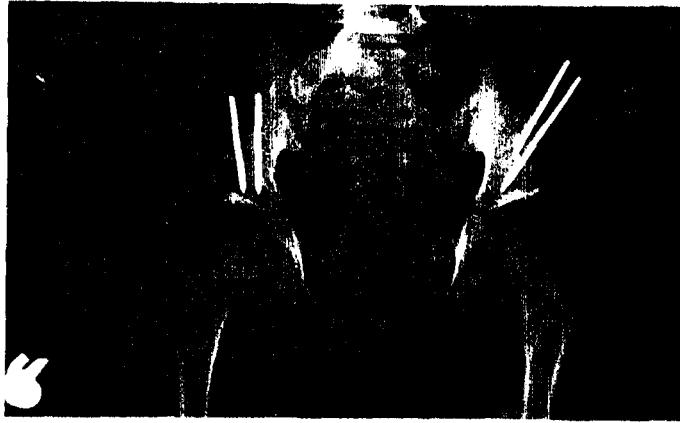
c : 64 aylık izleme sonunda kontrol grafisi. Klinik sonuç çokiyi , radyolojik sonuç iyi olarak değerlendirildi. Olguya femoral derotasyon-varus osteotomisi ameliyatı önerildi.
